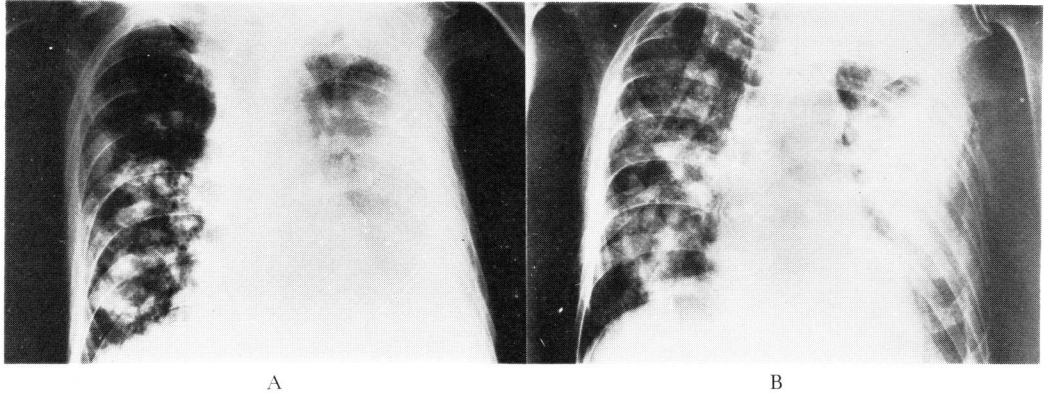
症例3の胸部X線像 A, Futraful 投与前 B, Futraful 投与後：結節性陰影の緩解および胸水の減少などがみられる
